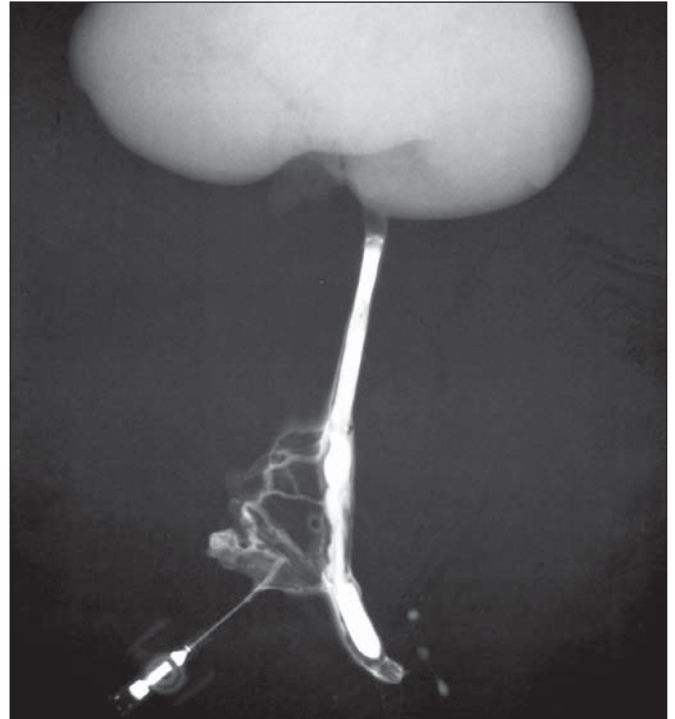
Рентгенограмма ангио- и уретерографии трансплантата маточной трубы в верхних мочевыводящих путях
